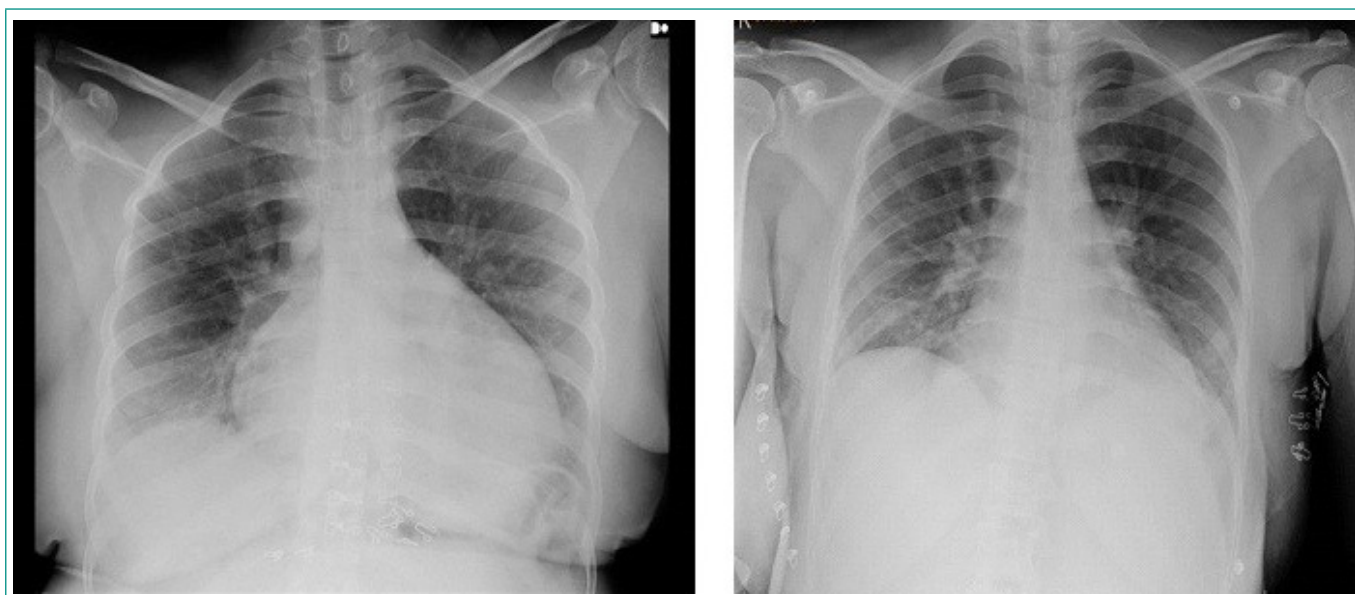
Radiografía de tórax PA. A la izquierda RX PA realizada a los días tras el ingreso. Se observaba índice cardiotorácico aumentado con una silueta cardíaca redondeada que impresionaba de derrame pericárdico. Asimismo, se apreciaba un infiltrado intersticial bilateral. La imagen de la derecha es la RX de tórax PA realizada en la revisión tres meses tras el alta con tratamiento con micofenolato y rituximab. (A). Radiografía en el ingreso. (B). Radiografía 3 meses tras el ingreso.
